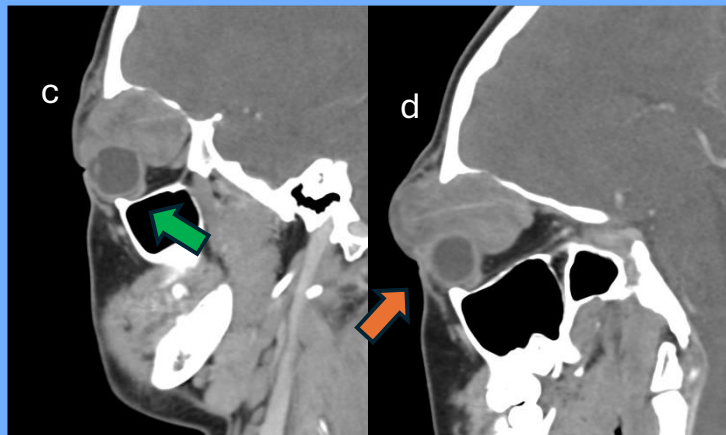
TC de MCF con reconstrucción de órbita izquierda.
